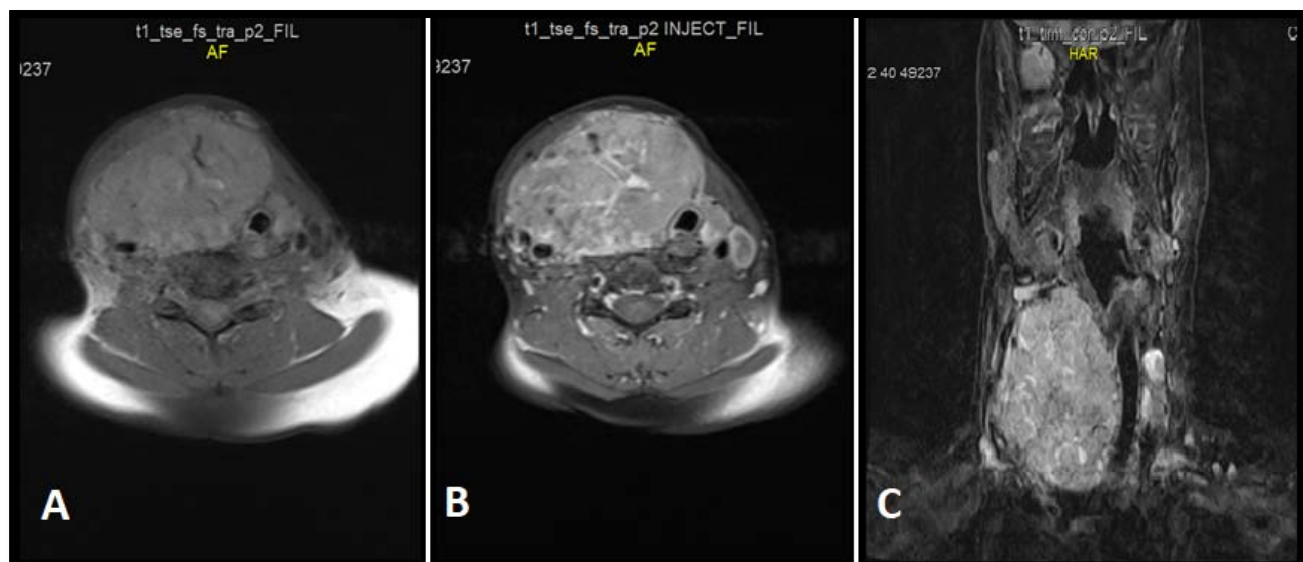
IRM cervico-médiastinale en coupes axiales (A et B) et coronale (C) en séquence pondérée T1 FAT SAT avant et après injection de gadolinium, montrant un volumineux goitre rehaussé de façon hétérogène après injection du PC responsable d'une déviation trachéale à gauche et un contact vasculaire à droite (iconographie du service)
